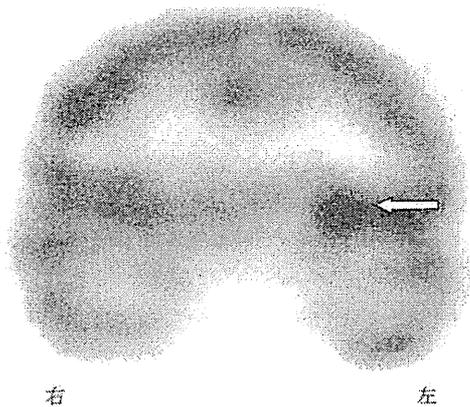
^{99m}Tc-ECD 脳血流 SPECT (Patlak 法) (第23病日)
